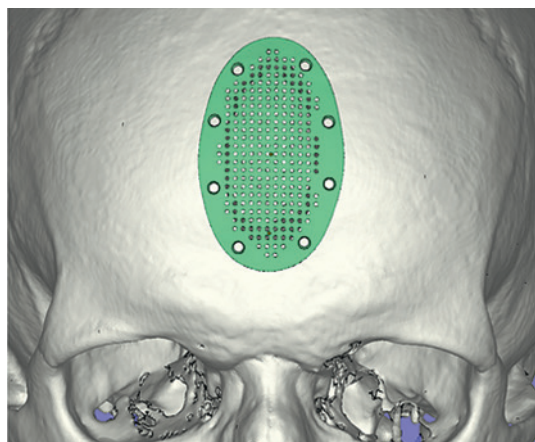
Пациент Г., 40 лет: 3D реконструкция прототипа имплантата лобной кости на основании данных КТ (обозначено зеленым цветом)
